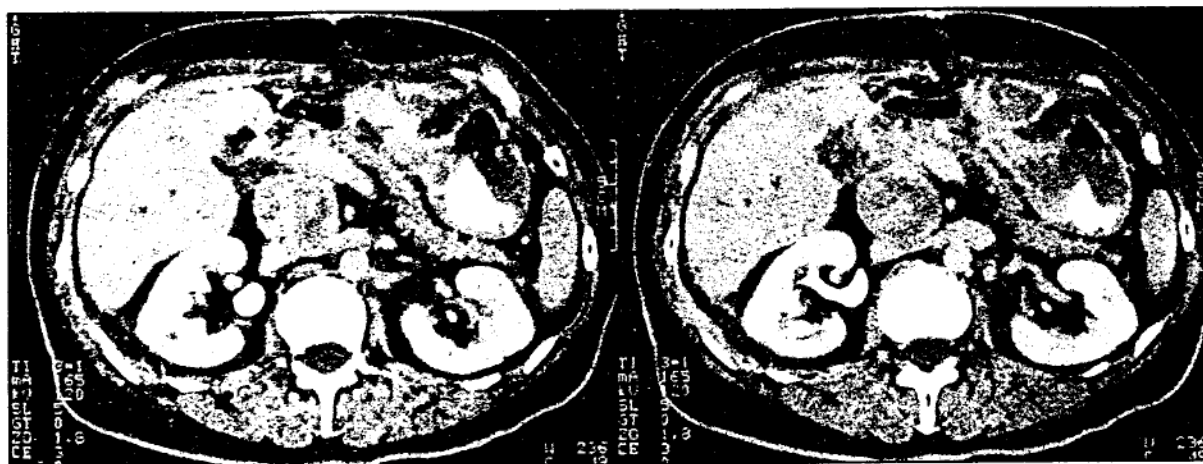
Explorare CT a abdomenului
